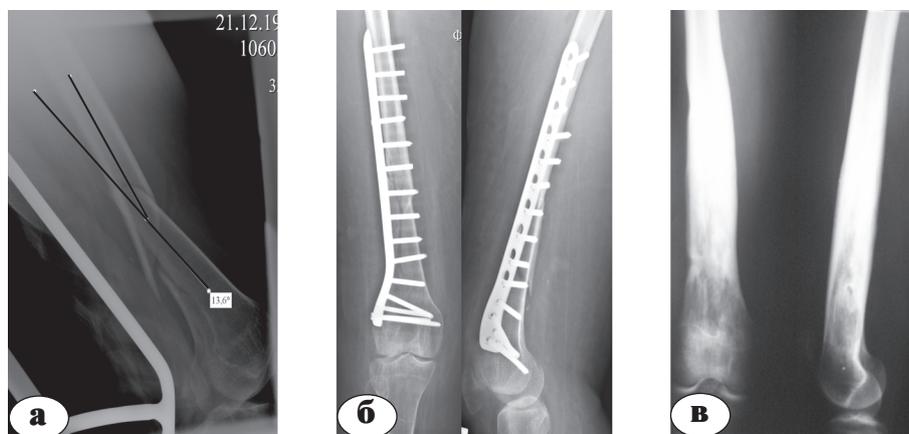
Рентгенограммы пациентки Ч.: а – при поступлении; б – после операции; в – консолидация перелома. Пластина удалена через 12 месяцев
